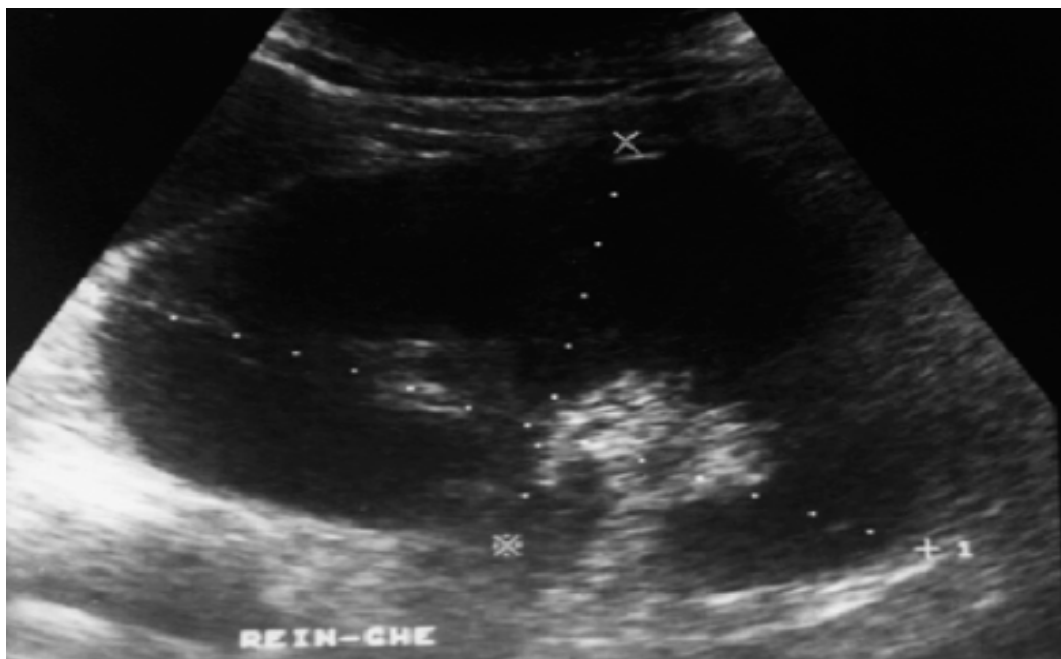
Échographie rénale
